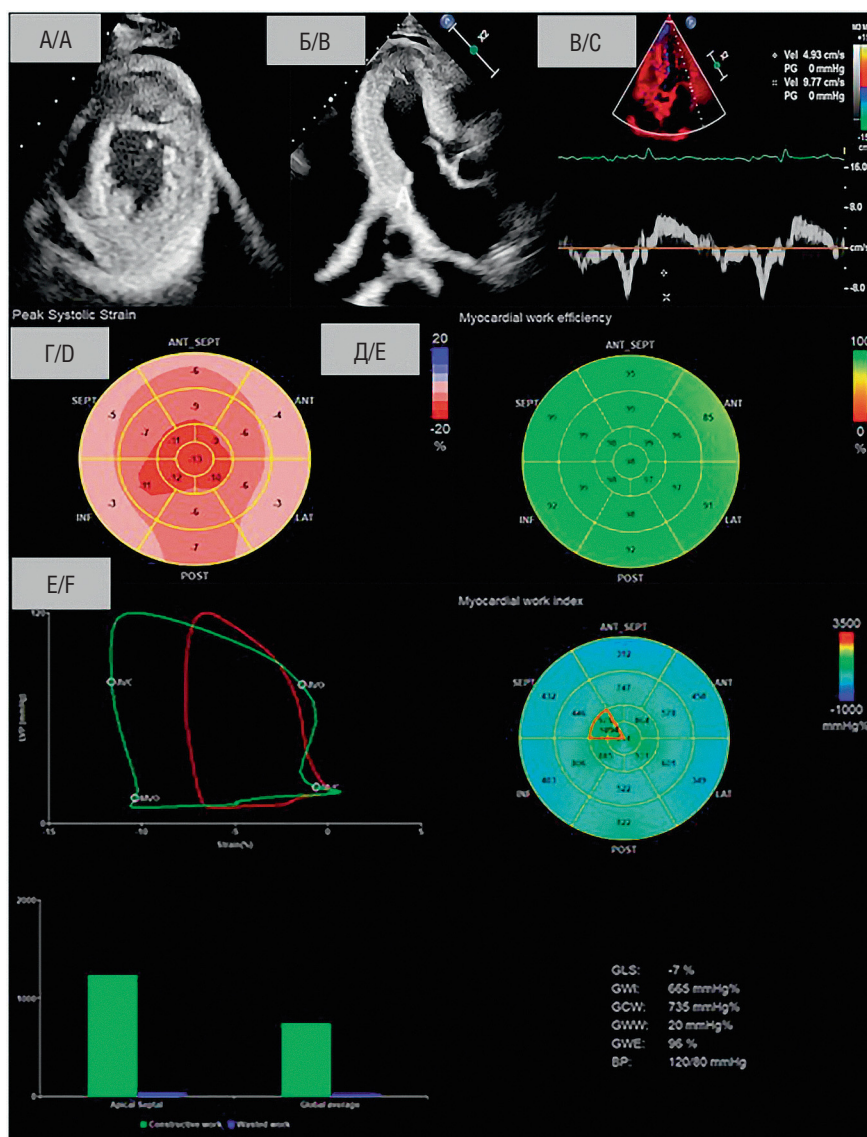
Эхокардиограмма: А — гипертрофия желудочков; Б — гипертрофия и «зернистость» стенки межжелудочковой перегородки левого желудочка; В — патология митрального клапана; Г — продольная деформация сегмента левого желудочка; Д, Е — состояние миокарда левого желудочка при перегрузке [18]
